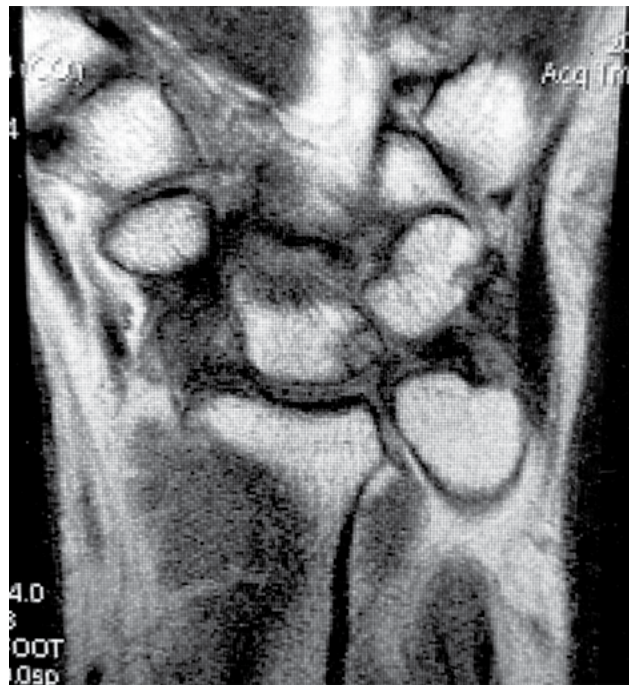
Imágenes de RMN que permiten ver una lesión del CFCT mas lesiones condrales en SL y Piramidal.
